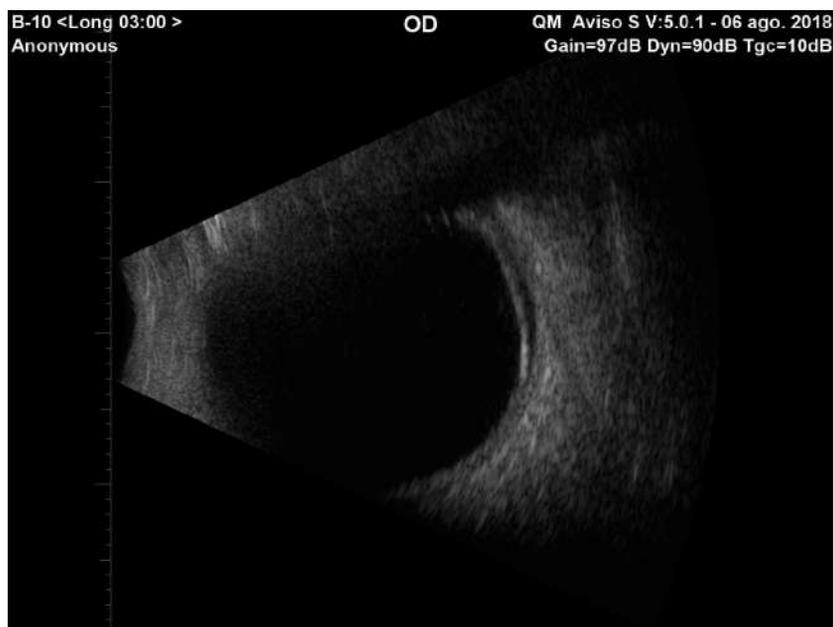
B-mode ultrasound with a 10 MHz probe in which a choroidal flat detachment is shown. Space in the ciliary body is associated with a cyclodialysis and a uveal effusion. A misdirected catheter likely produces this cyst
